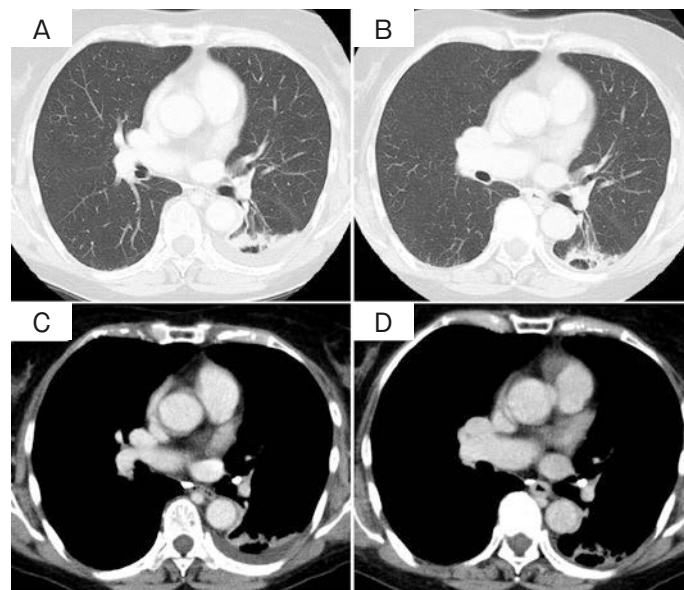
A mass in the left lower lobe of the lung showed slight reduction on contrast-enhanced CT of the chest before (A, C) and after (B, D) four courses of chemotherapy.
